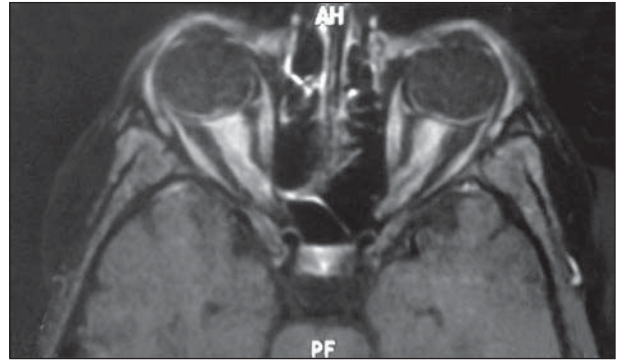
RMN de órbita con contraste. Engrosamiento del complejo nervio óptico y vaina perióptica, protusión de las cabezas de ambos nervios ópticos hacia el vítreo.
